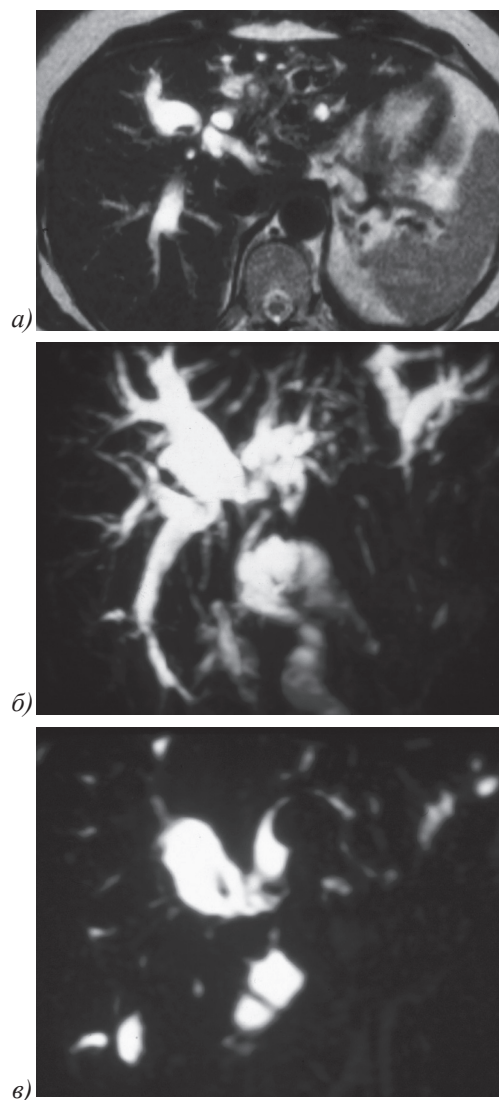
МРХПГ-снимок 49-летней женщины с гепатикоеюноанастомозом. а) Аксиальная T2 – взвешенная томограмма показывает дилатацию внутрипеченочных протоков с множественными внутрипросветовыми гипоинтенсивными участками, предположительно камнями. б) МIP – реконструированный МРХПГ – снимок обеспечивает панорамное изображение и оценку дилатированных протоков с дефектом наполнения на уровне анастомоза. в) Единичный срез демонстрирует множественные конкременты, диаметром от 1 до 2 см.
